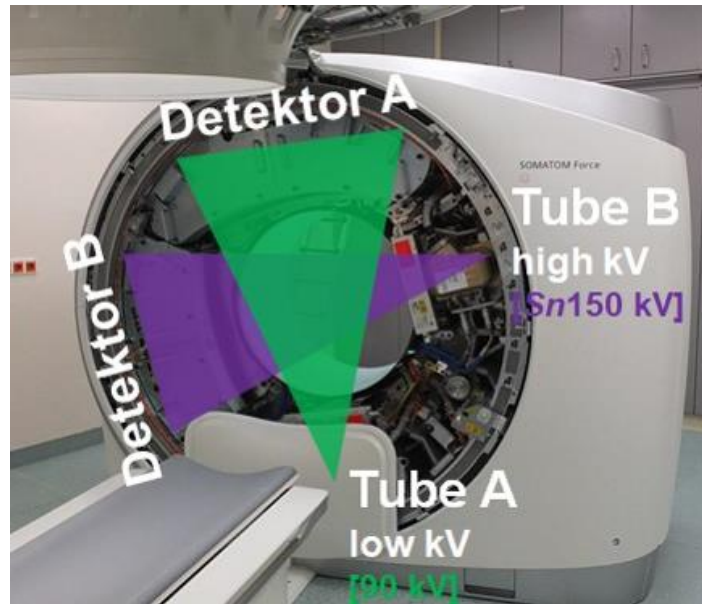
Geöffnete Gantry eines Dual-Source Computertomographen (SOMATOM Force, Siemens Healthcare GmbH, Forchheim, Deutschland) mit grafischer Darstellung der beiden um 95° zueinander versetzten Röntgenröhren und ihren gegenüberliegenden Detektoren. (Quelle: Eigene Darstellung)
